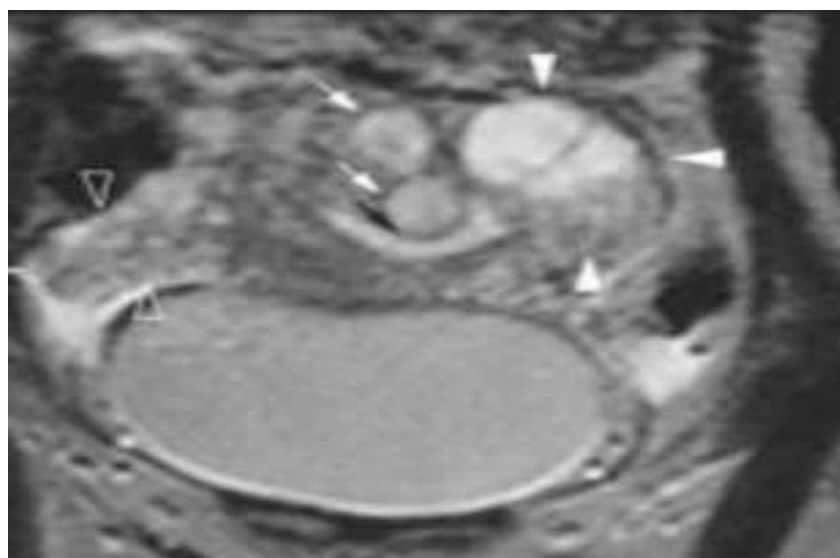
IRM en T2 (même niveau que la figure 47) chez la même patiente, qui montre les mêmes éléments de la figure 3, avec en plus un hypersignal en T2 de la masse utérine hétérogène. (19)
